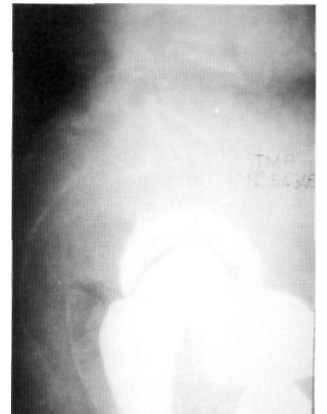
Radiografía lateral posttraumática en la que se comprueba el deslizamiento anterior de S1 sobre S2.
